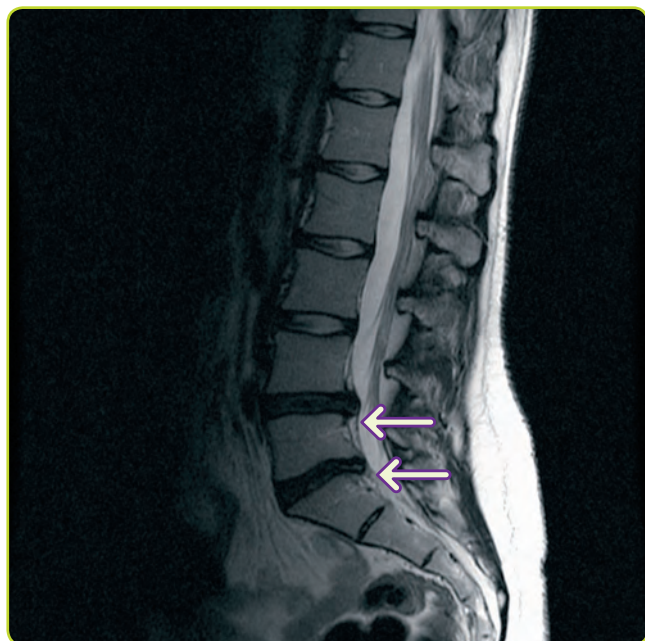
Hernia discal lumbar. Imagen de RM parasagital derecha ponderada en T2 que muestra prolapso del disco intervertebral L4-L5 y L5-S1. Generalmente los discos herniados están degenerados (deshidratados), por lo que aparecen con menor intensidad que los discos normales.
